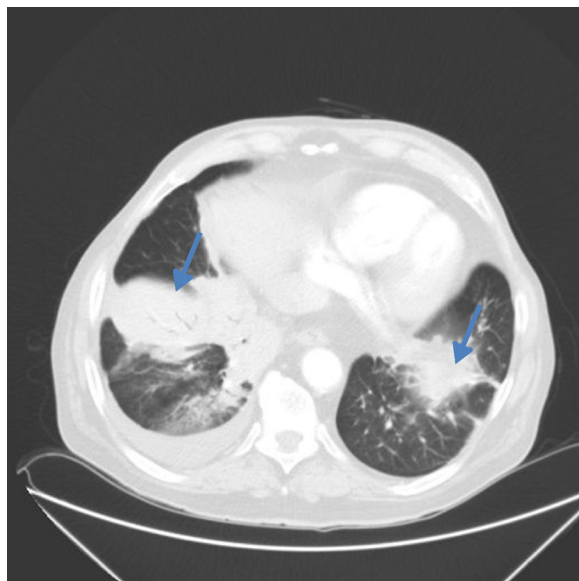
Imagen de la TC pulmonar, en la que se aprecian infiltrados pulmonares bilaterales (LBD y LII llingula) con patrón broncoalveolar y derrame pleural derecho.
